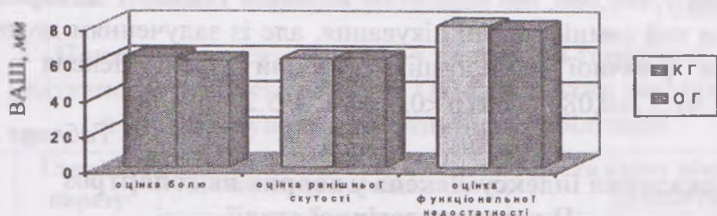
Індекс WOMAC хворих КГ і ОГ II рентгенологічної стадії гонартрозу на початку дослідження
